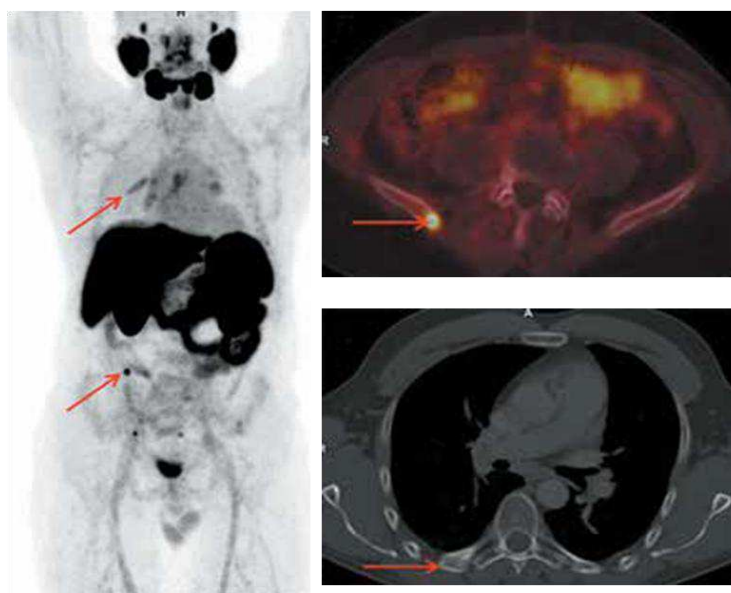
ПЭТ/КТ-изображение с применением РФЛП  $^{18}\text{F}$ -ПСМА-1007
